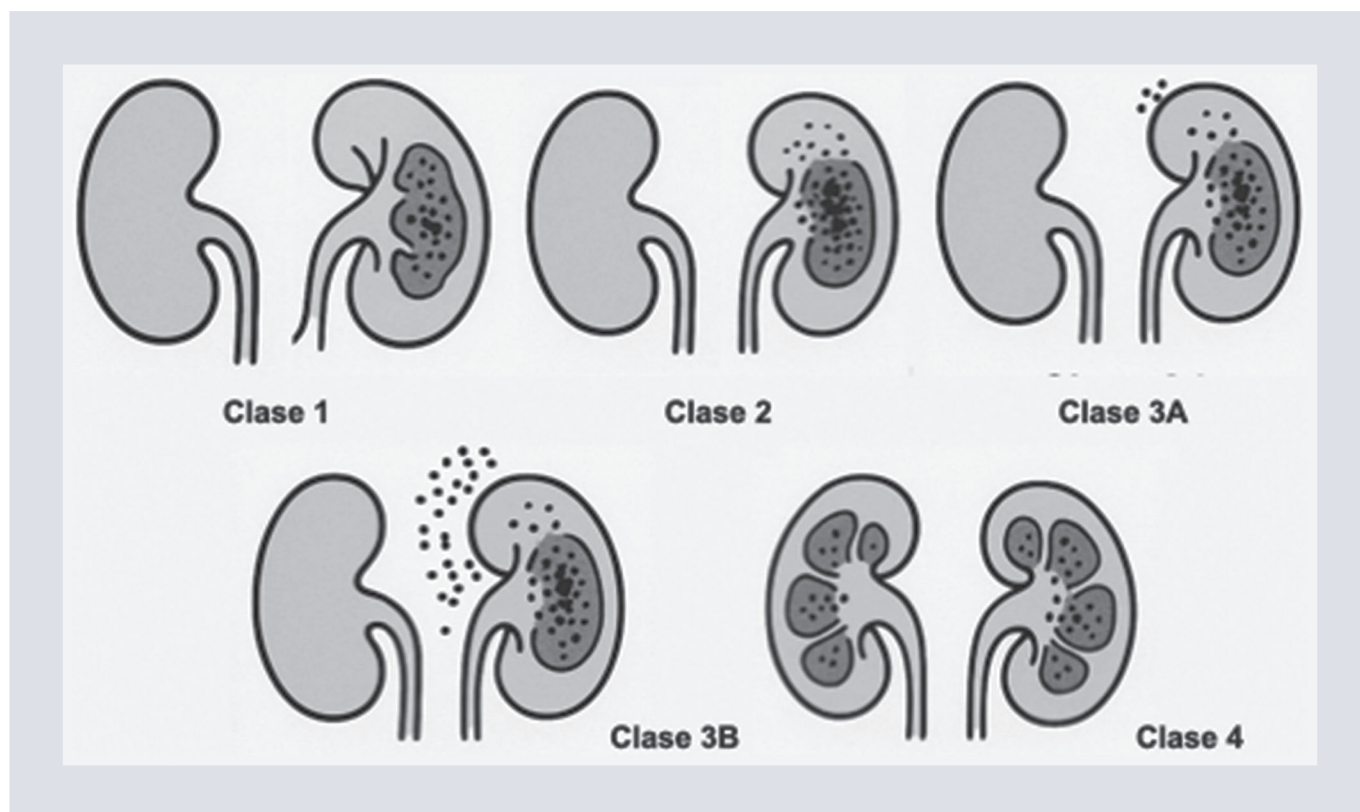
Clasificación por extensión del gas por TC. TC: tomografía computarizada.
